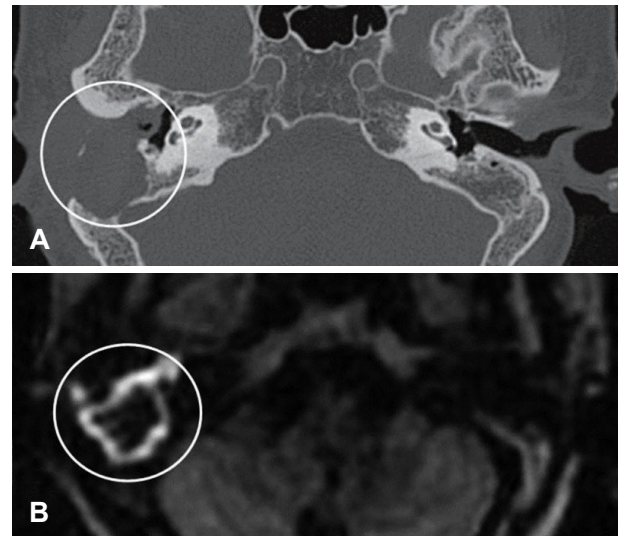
TBCT (A) shows soft tissue density filling the right mastoid cavity. PROPELLER-diffusion weighted imaging (B) shows peripheral rim like high signal intensity and central low signal intensity lesion. TBCT: temporal bone CT.
